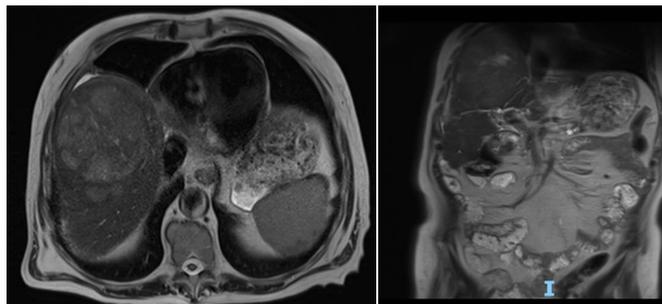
a, b. Control post tratamiento con Resonancia Magnética de Abdomen superior con contraste, en secuencias T1 con contraste en corte axial, secuencia T2 axial y coronal.
